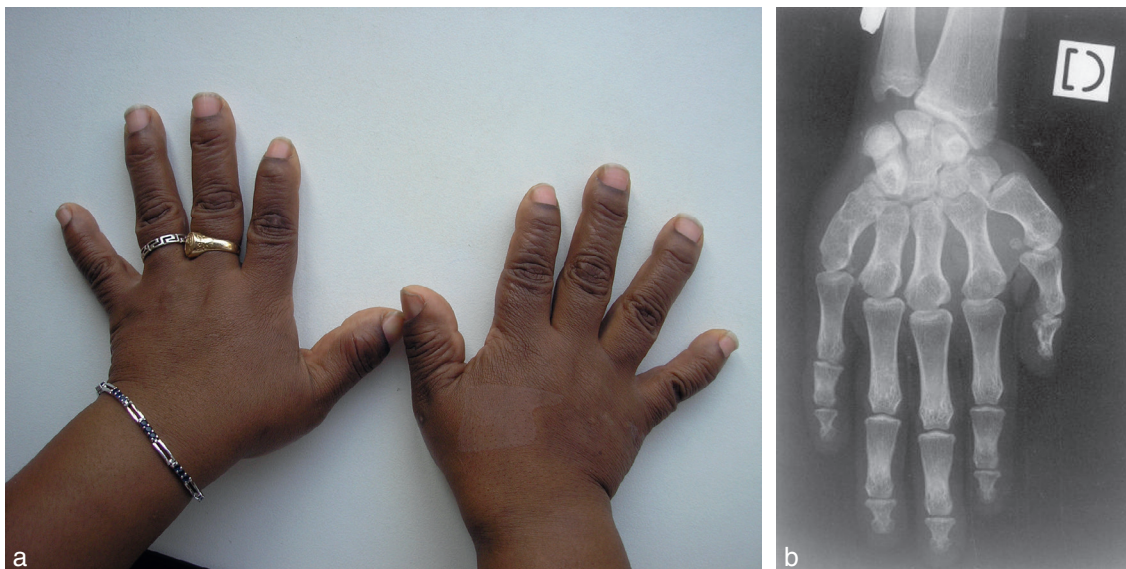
Main de la pseudo-hypoparathyroïdie. a. Courte et épaisse avec brachymétabasie, élargissement singulier de la dernière phalange du pouce (signe de Mulder). b. Correspondance radiographique.
